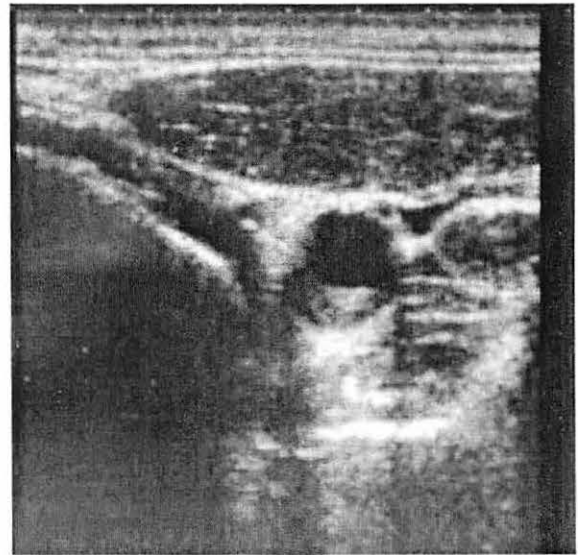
Fibrofatty plaktan sagittal ultrasonografi kesiti. Bifürkasyondan hemen sonra IKA proksimalinde posterior kesimde lümeneye projekte olan yaklaşık 10 mm uzunluğunda ekolüsen plak mevcut.
